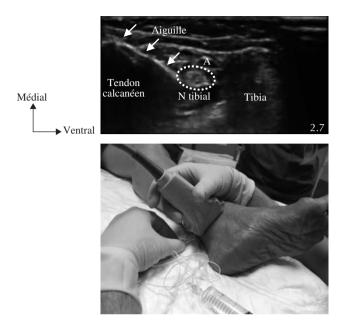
Bloc du nerf tibial à la cheville sous échographie. Aspect après injection de l'AL et trajet de l'aiguille. N : nerf ; A : artère tibiale postérieure.
